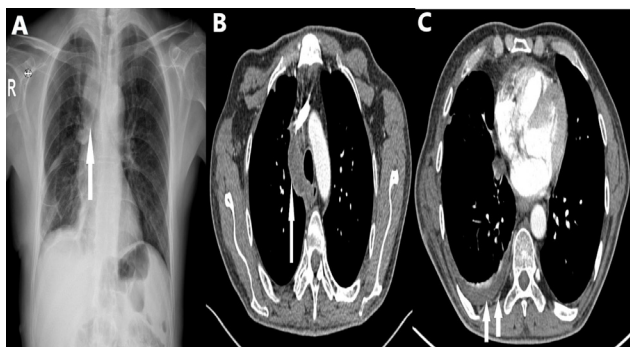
A. Postero-anterior chest radiography 2 months after surgery shows opacity of the residual mediastinal abscess adjacent to the right paratracheal and right main bronchus (arrow). B. Axial contrast-enhanced CT mediastinal window image reveals residual mediastinal abscess (arrow). C. Axial contrast-enhanced CT mediastinal window image reveals significantly smaller empyema (arrows).
